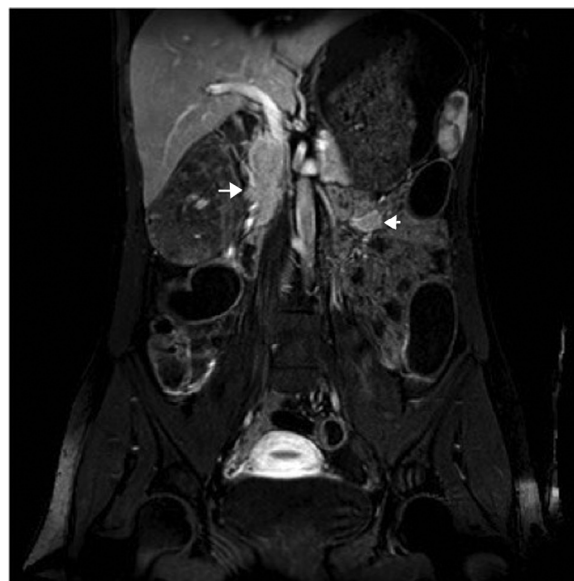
Magnetic resonance enterography (T1) showing a mass in the jejunum (arrowhead) suggestive of ectopic pancreatic tissue. Normal pancreatic tissue is also present (arrow).
